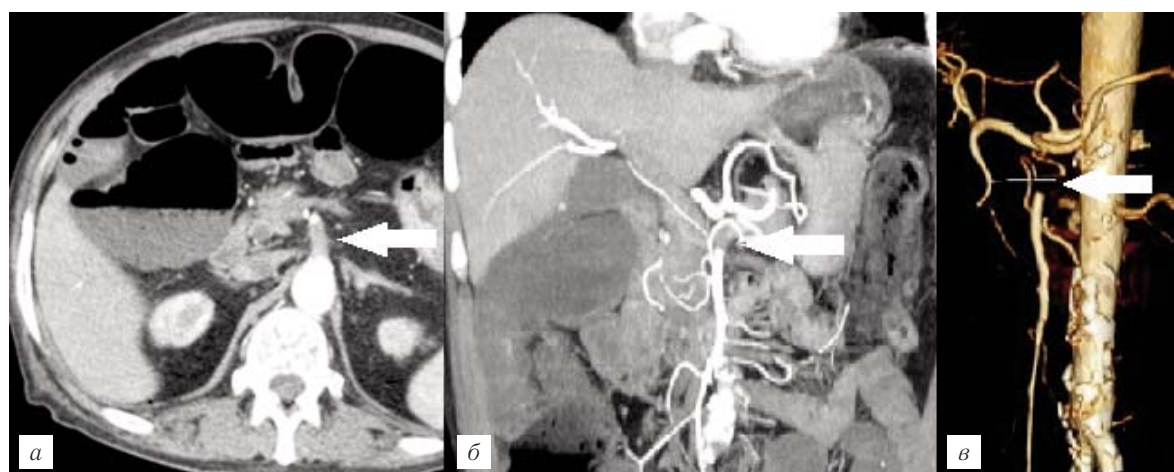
Острая окклюзия верхней брыжеечной артерии в области устья на аксиальном КТ-изображении (а), реформации изображения во фронтальной плоскости (б) и объемной реконструкции (в) (стрелки); дистальные ветви контрастируются за счет коллатералей (а-в).
